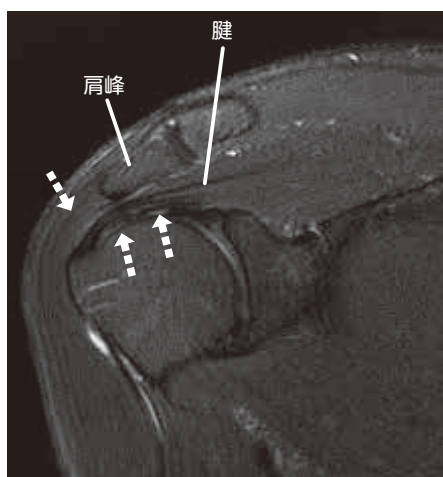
MRI 検査画像（左 正常画像、右 症例画像）
